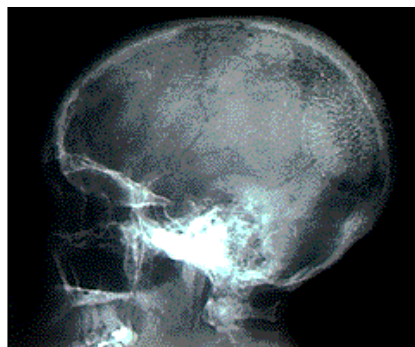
Radiografía simple de cráneo, que muestra una imagen radiopaca con múltiples zonas radiotransparentes (espículas óseas), que dan la típica imagen de 'rayos de sol' en la región parietooccipital izquierda.
